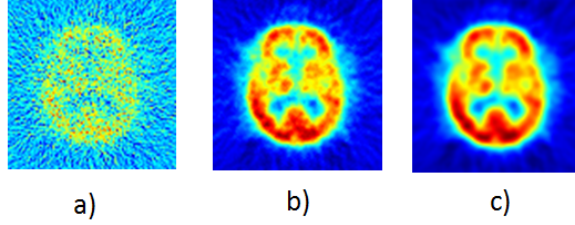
Preprocesado de un corte coronal de la base de datos SPECT en sus fases de: a)prefiltrado, b)reconstrucción FBP, c)postfiltrado.
